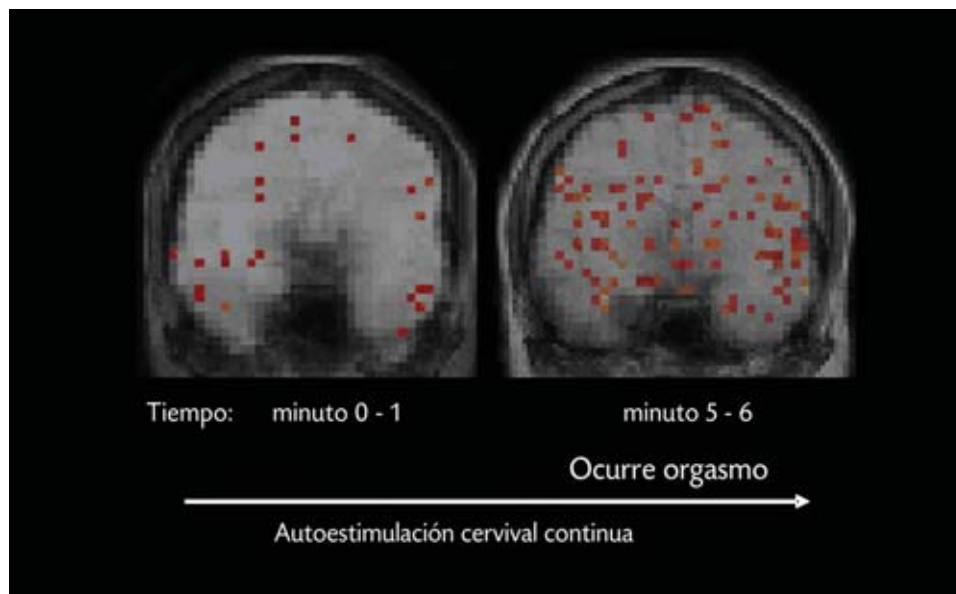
Imágenes obtenidas por resonancia magnética funcional en el prosencéfalo de una mujer durante un orgasmo provocado por autoestimulación genital (con autorización de *Brain Research*).
